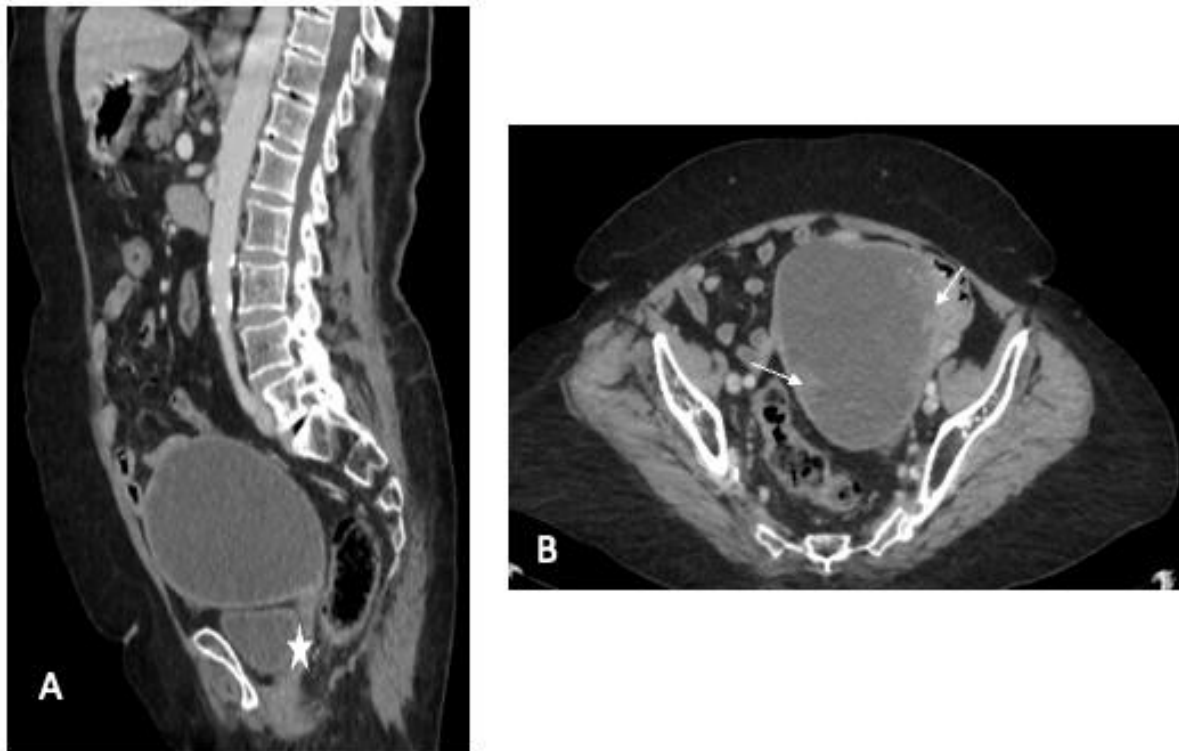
TDM abdomino-pelvienne après contraste en reconstruction sagittale (A) et axiale (B) objectivant un épaissement tumoral de l'endomètre (flèches) avec importante hydrométrie en amont d'une sténose fibreuse du col utérin (étoile).
